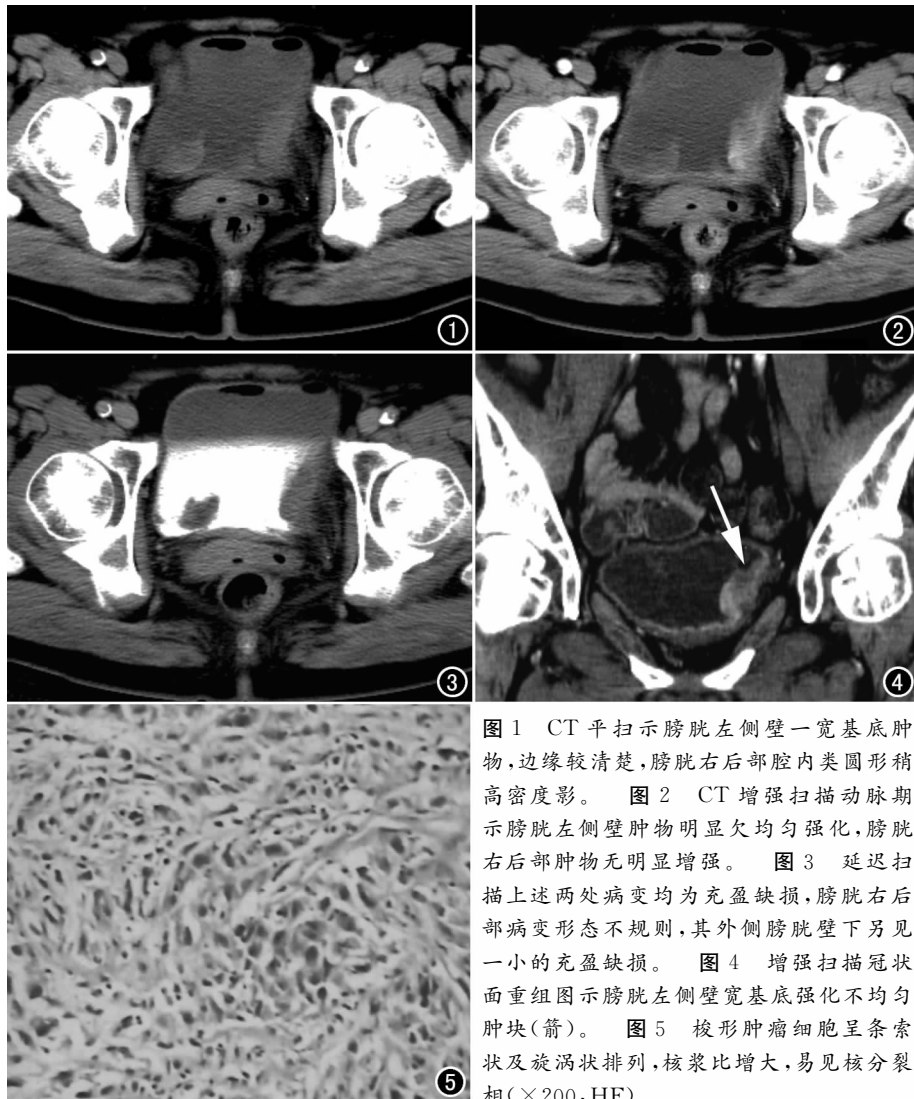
CT平扫示膀胱左侧壁一宽基底肿物,边缘较清楚,膀胱右后部腔内类圆形稍高密度影。图2 CT增强扫描动脉期示膀胱左侧壁肿物明显欠均匀强化,膀胱右后部肿物无明显增强。图3 延迟扫描上述两处病变均为充盈缺损,膀胱右后部病变形态不规则,其外侧膀胱壁下另见一小的充盈缺损。图4 增强扫描冠状面重组图示膀胱左侧壁宽基底强化不均匀肿块(箭)。图5 梭形肿瘤细胞呈条索状及旋涡状排列,核浆比增大,易见核分裂相(×200, HE)。
